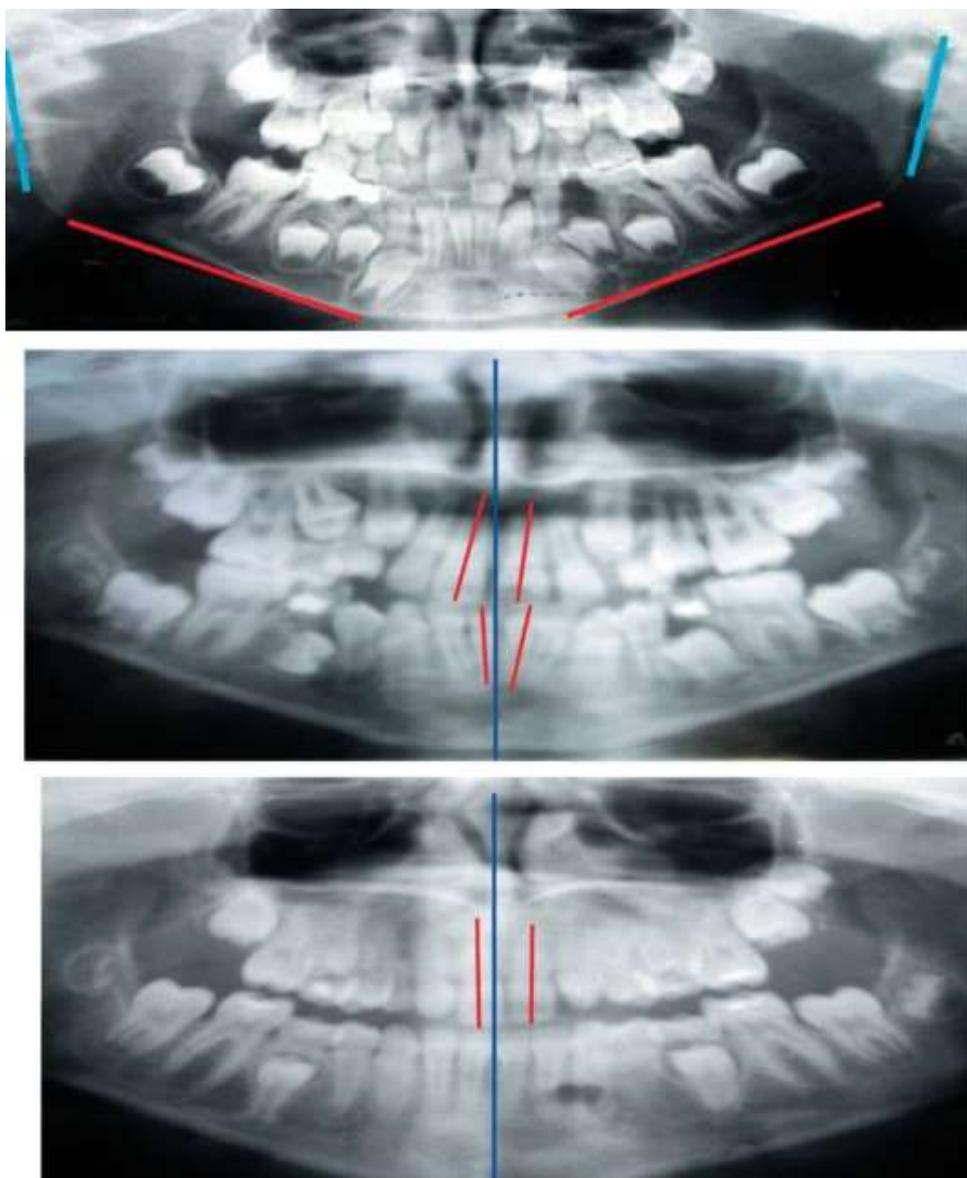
Расшифровка и анализ ортопантомограмм
